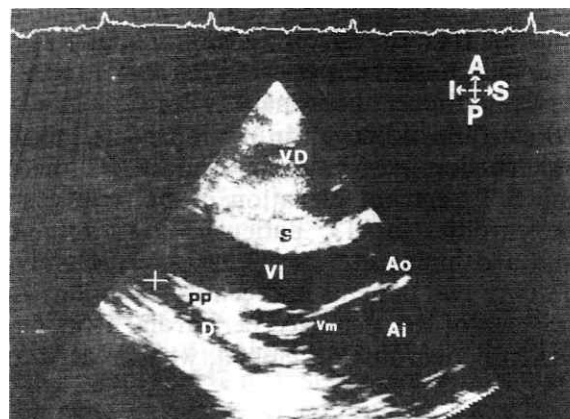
Ecocardiograma bi-dimensional corte sagital a nivel de ventrículo izquierdo (VI). El espacio libre de ecos que se halla por detrás de la pared posterior del ventrículo izquierdo representa un derrame pericárdico (D).
